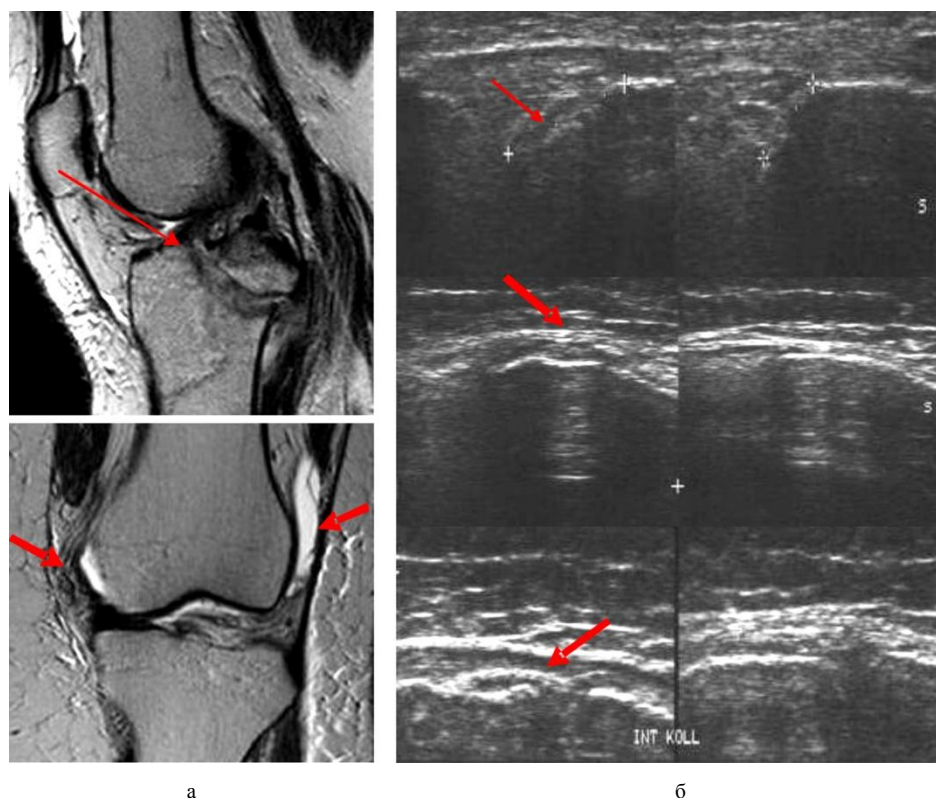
а – МРТ Т2-ВИ в сагитальной и коронарной плоскостях правого коленного сустава пациентки Н., 42 лет. На МР-томограммах визуализируется поврежденная передняя крестообразная связка, неомогенной структуры с нечеткими прерывистыми контурами коллатеральные связки; наличие свободной жидкости в полости сустава; б – эхограмма правого коленного сустава пациентки Н., 42 лет. Визуализируются утолщенные, неоднородной структуры боковые связки, неоднородная по структуре с признаками повреждения передняя крестообразная связка
